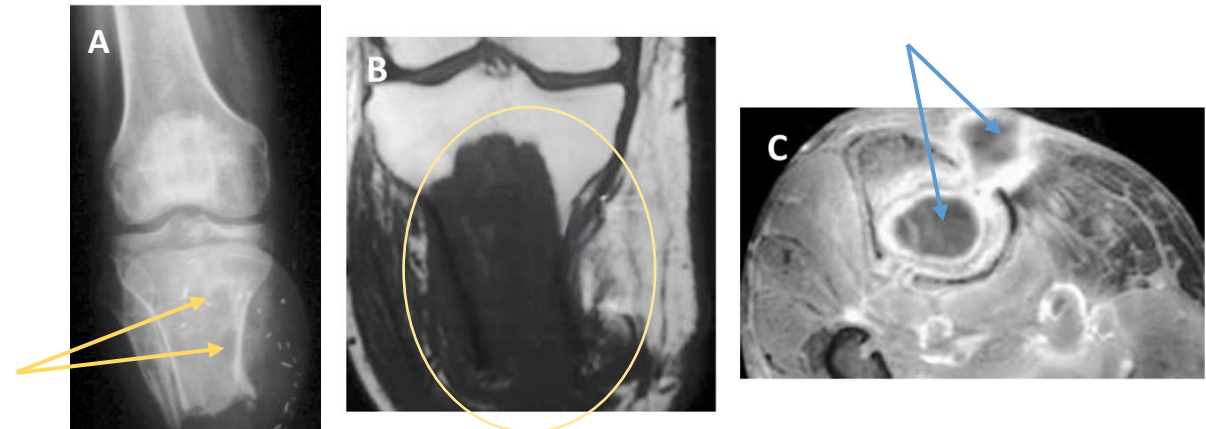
A) RX AP con focos de osteolisis con reacción perióstica (flechas amarillas), RM secuencias B) T1 y C) T1 con sat grasa y contraste: Área hipointensa central en el muñón tibial de edema + infarto (círculo) y colección intraósea con trayecto fistuloso a partes blandas claramente edematosas (flechas azules): OSTEOMIELITIS CRÓNICA
